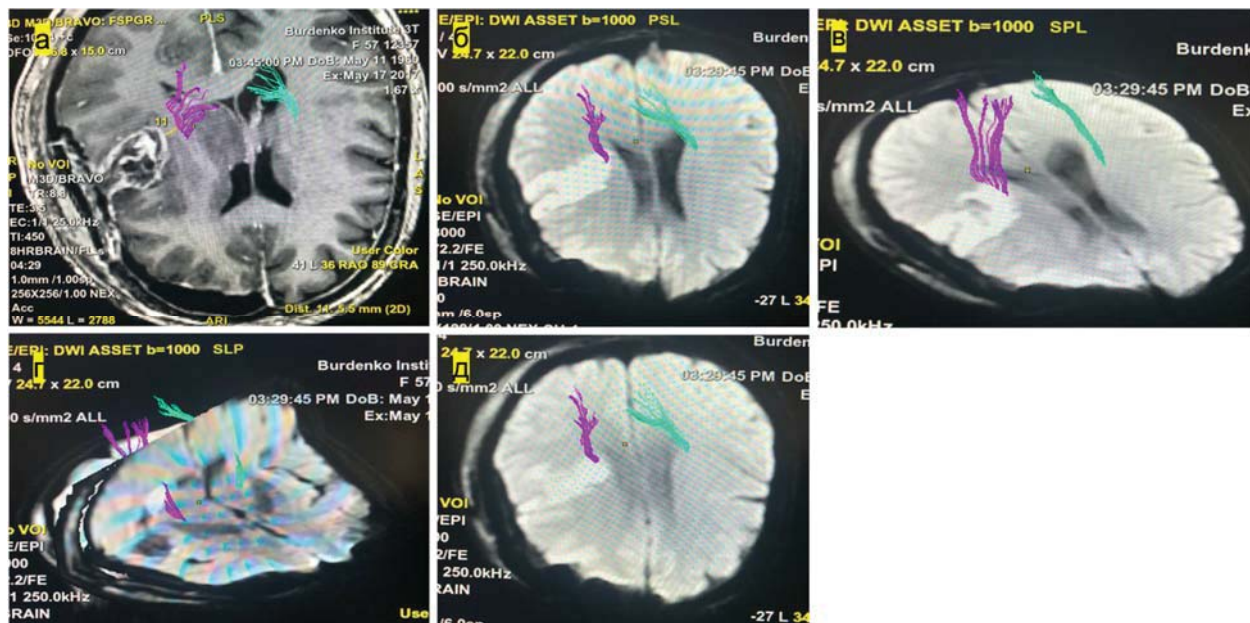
МРТ после операции. Реконструированные тракты совмещены а – с режимом T1+C (вид сверху), измерено минимальное расстояние до края полости резекции.
